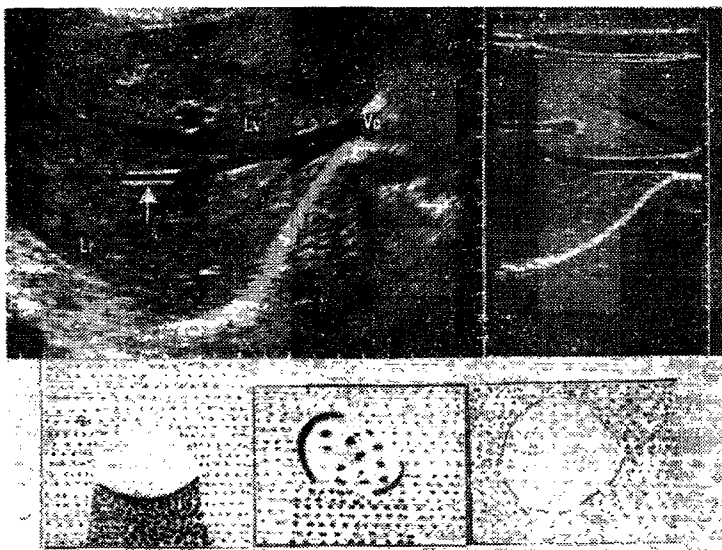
g — *Semiologia ecografică a ficatului.*
